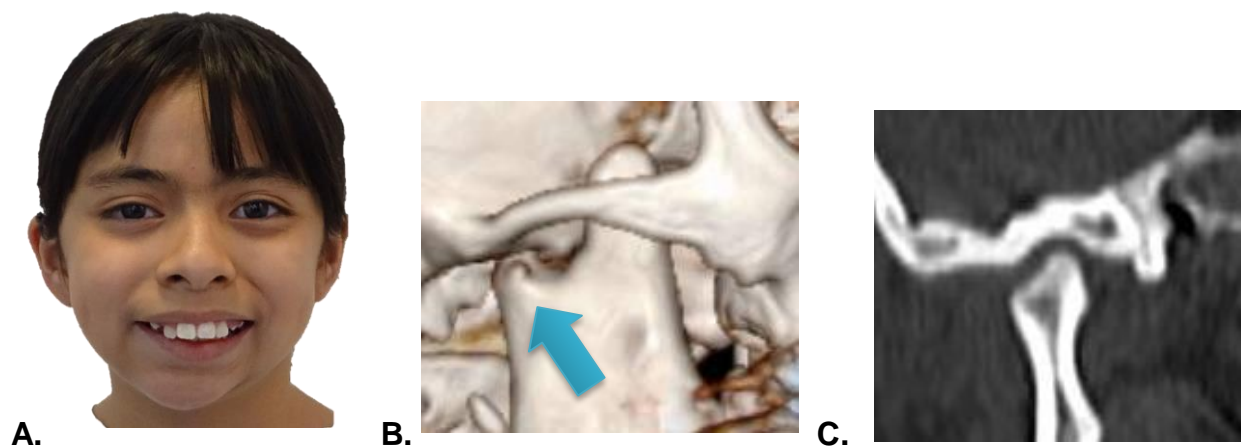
A. Fotografía facial inicial de la paciente 2017, a la edad de 5 años. Observamos características faciales: asimetría, desviación mandibular hacia el lado afectado, inclinación plano oclusal. B. Vista lateral derecha de TAC, año 2017, con anquilosis fibrosa. C. Corte coronal de TAC, año 2017, con anquilosis fibrosa del cóndilo mandibular derecho.
